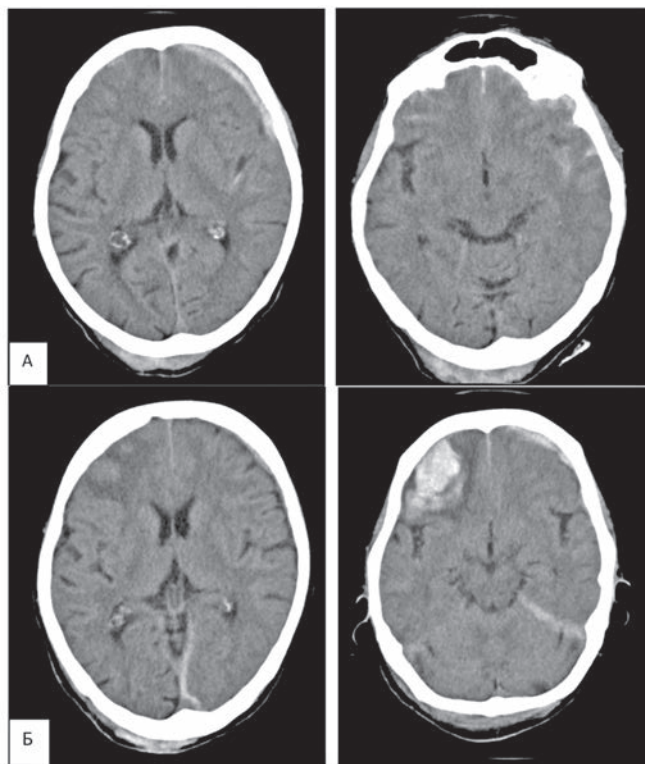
Томограммы б-ой А. Вариант «положительной» клинико-томографической диссоциации: через 1 час после травмы (а), 64 часа спустя (б). Пояснения в тексте.
